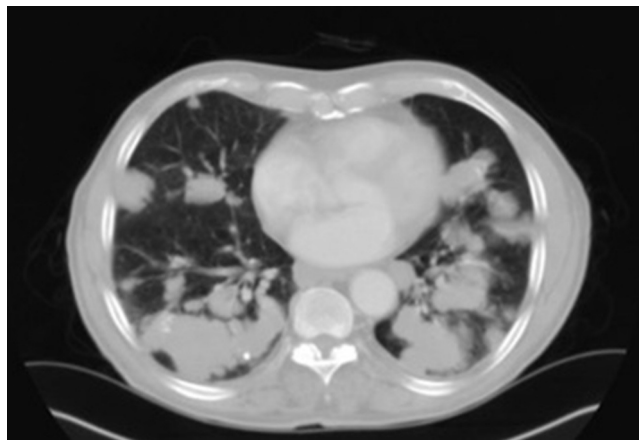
TC torácica en la que se aprecian lesiones nodulares pulmonares dispersas de contornos lobulados.
